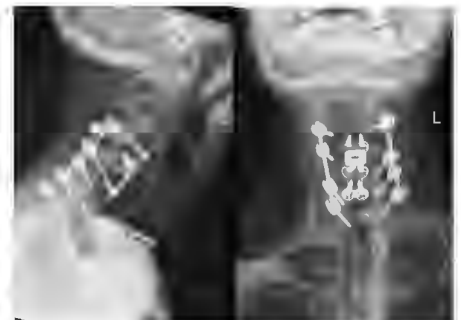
Postoperatives Röntgen nach dorsaler Instrumentierung C4 auf Th1
